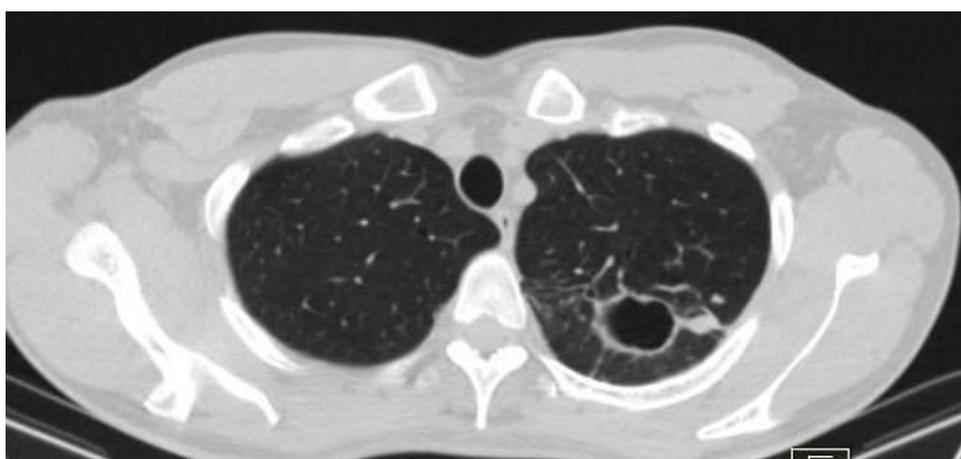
Tomografía en ventana pulmonar nueve meses después del tratamiento.
